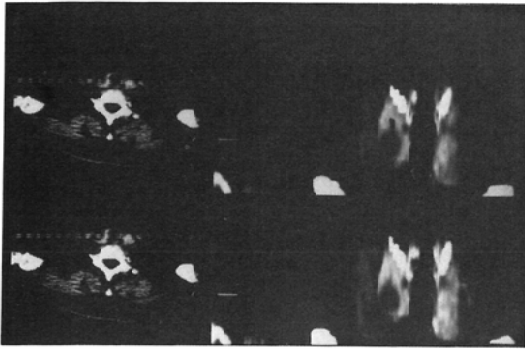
Coronal images (X-ray CT) of case 5
